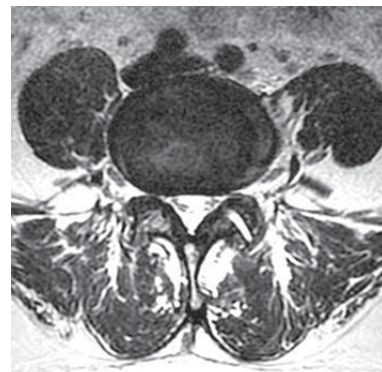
Остеоартроз. Аксиальная T2-зависимая МРТ
